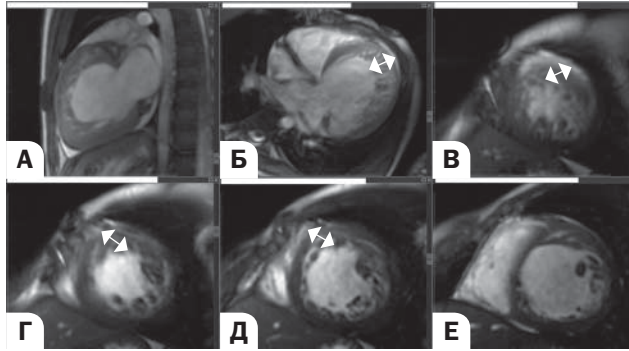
Эхокардиограмма левого желудочка пациентки Ф.
